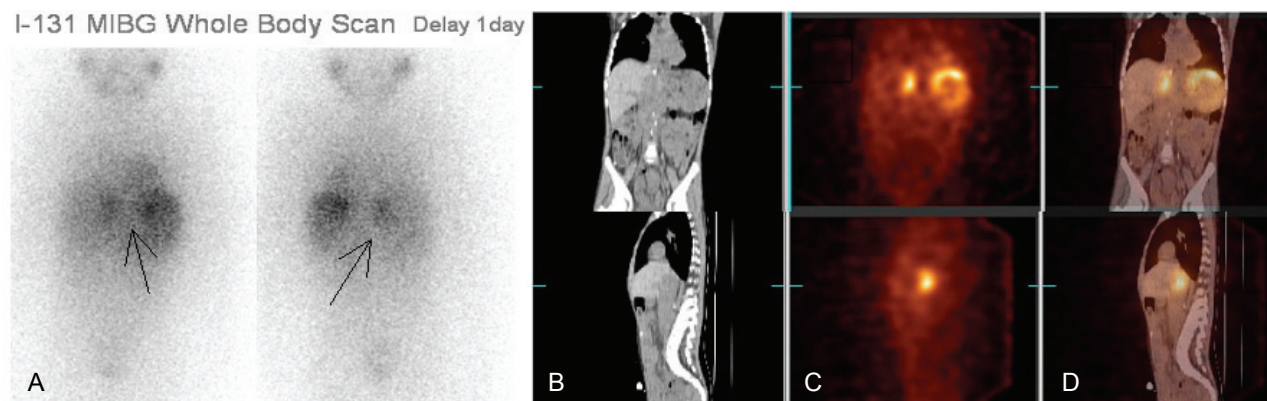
Diagnosis of neuroblastoma with ^{131}I -MIBG SPECT/CT. (A) Planar image showing mildly intense focal lesion extending to right paravertebral area. (B-D) Corresponding sections of CT (B), SPECT (C), and fused SPECT/CT (D) images showing focal uptake extending to enlarged liver caudate lobe, indicating neuroblastoma.
